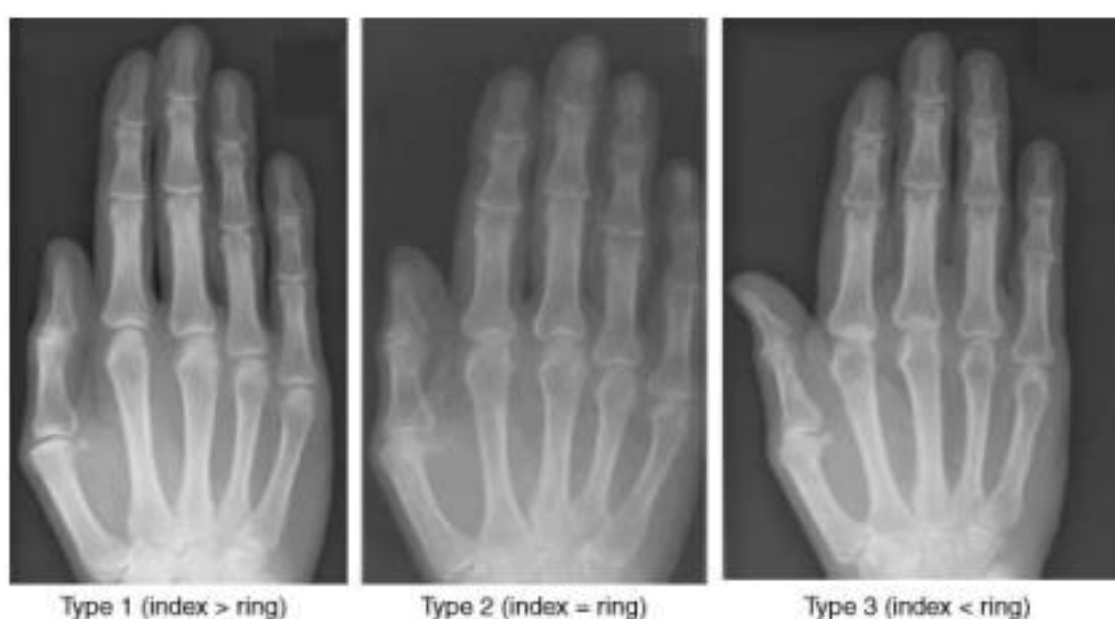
Classificação visual de radiografias dos tipos de mãos. FONTE: Robertson et al., 2008.
